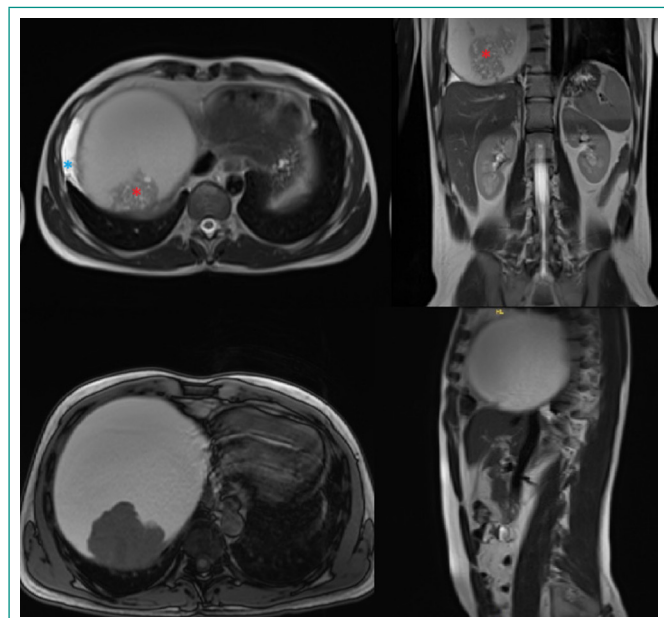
Resonancia magnética. Planos transversales (con secuencias potencias en T2 y T1) y planos sagital y frontal con secuencia potenciada en T2. Se muestra lesión quística de gran tamaño de contenido hiperintenso en T2 con imagen irregular de predominio hipointenso (asterisco rojo) que podría relacionarse con vesículas en el interior de un quiste hidatídico. Se observa también derrame pleural derecho de escasa cuantía (asterisco azul). Se observa ausencia de lesiones a nivel hepático.
